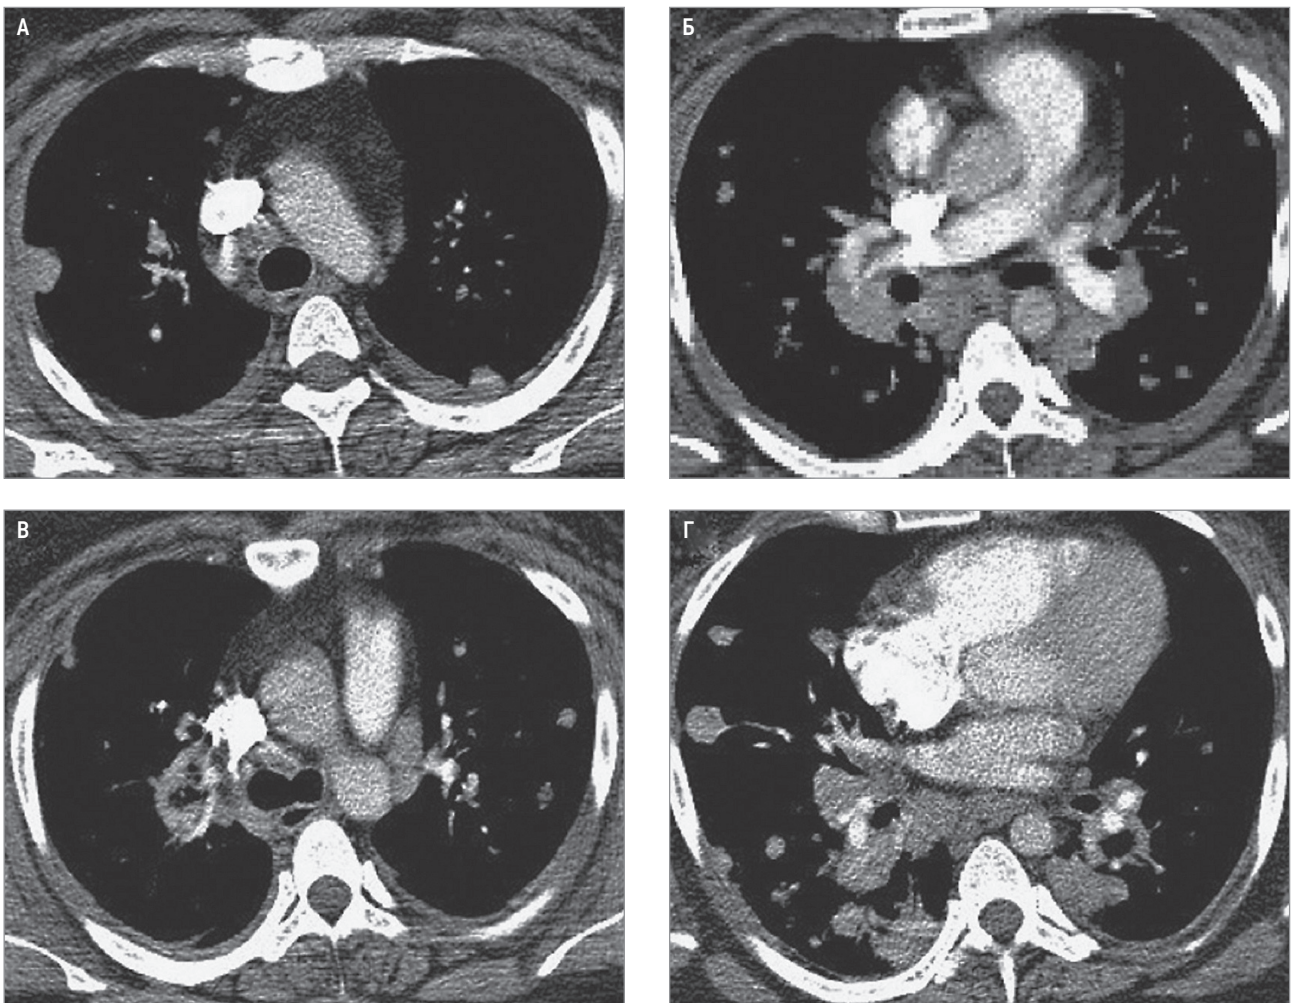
Лимфаденопатия при гранулематозе с полиангиитом; 2-стороннее увеличение перибронхиальных и медиастинальных лимфатических узлов; легочные узелки. Компьютерная томография высокого разрешения с внутривенным контрастированием
